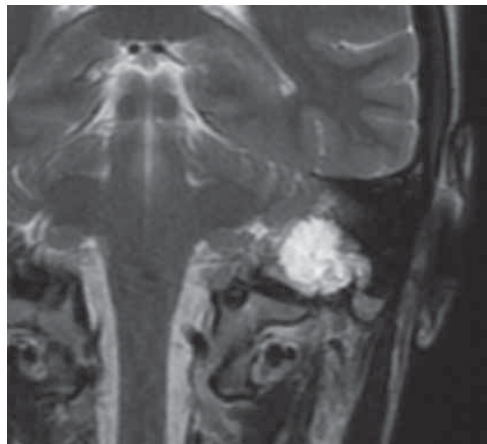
Магнитно-резонансная томография головы пациентки 36 лет, коронарная проекция, T2-режим. Выявлен гиперинтенсивный сигнал от опухолевого образования (та же пациентка)
